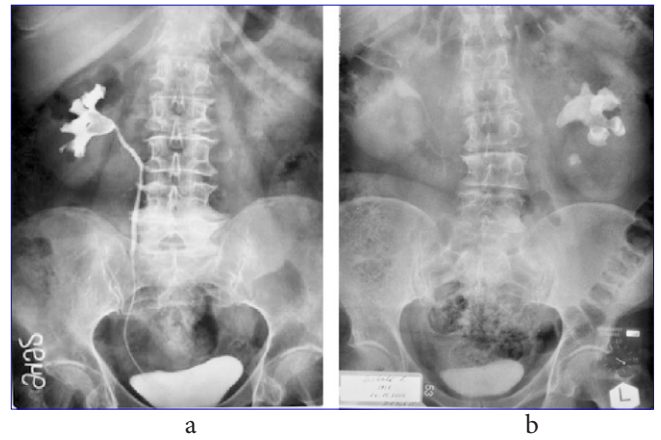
Urografie intravenoasă: a – calcul roentgen negativ al unicului rinichi funcțional pe dreapta, b – calcul renal coraliform cu lipsă de funcție pe stânga.
